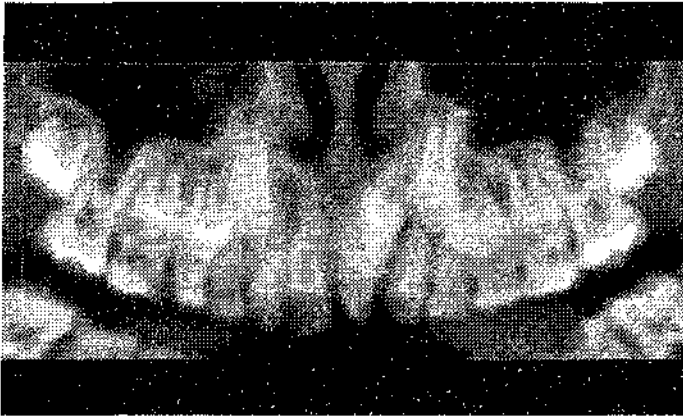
Ортопантомограма пацієнтки Л. (помітне накладення тіней 21, 51 і надкомплектного зубів)
